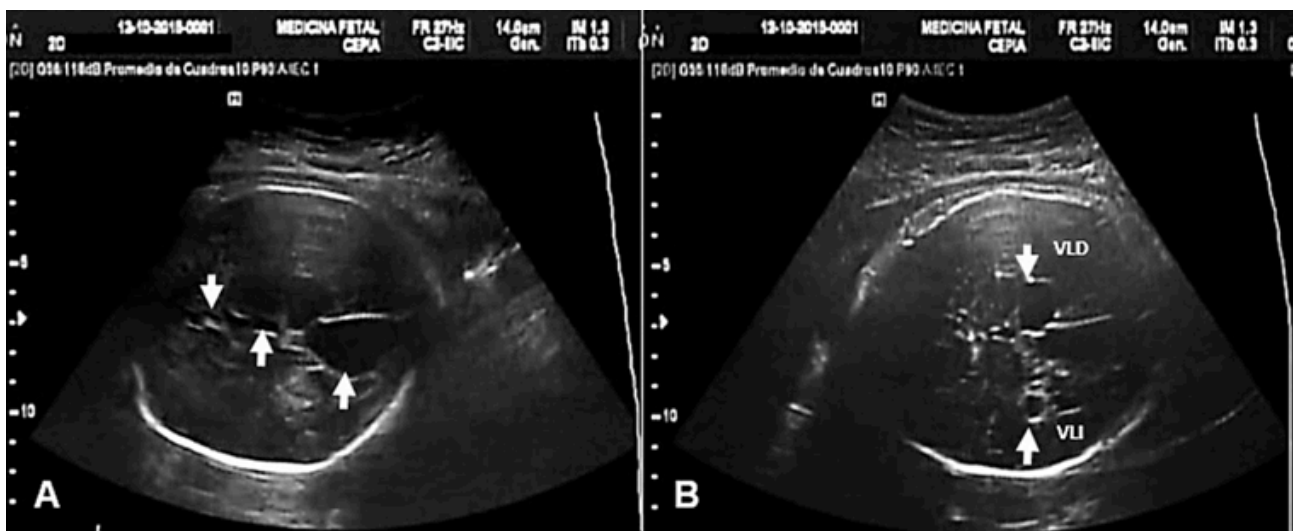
Ultrasonografía fetal, realizada a las 38 semanas de EG. A. Agenesia de cuerpo caloso y septum pellucidum, III ventrículo dilatado, y quiste interhemisférico izquierdo. B. Quiste cuadrigeminal y quiste de plexo coroideo.
